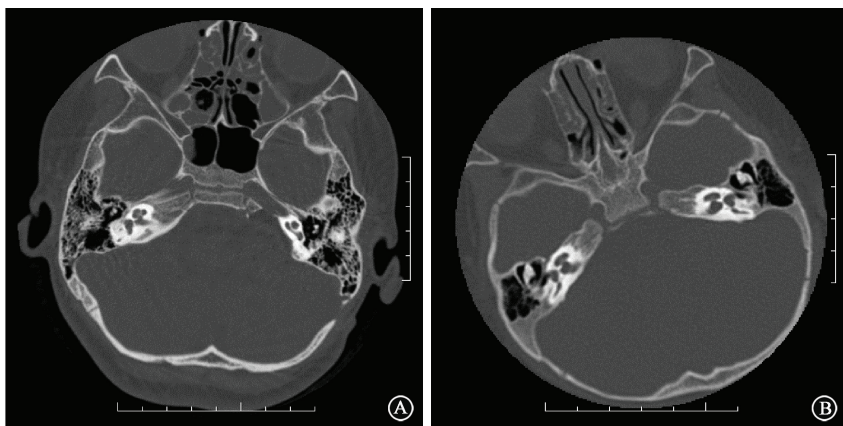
两组图像的主观评分 A. 宝石 CT; B. VCT 64
